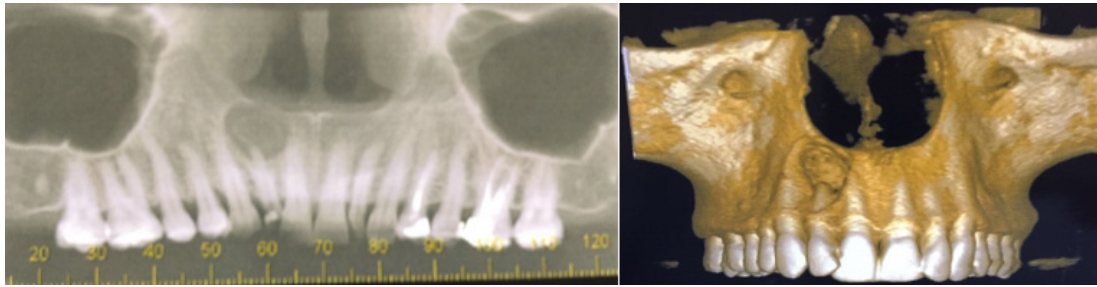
Tomografia Inicial. (A) Panorâmica, (B) Frontal.
